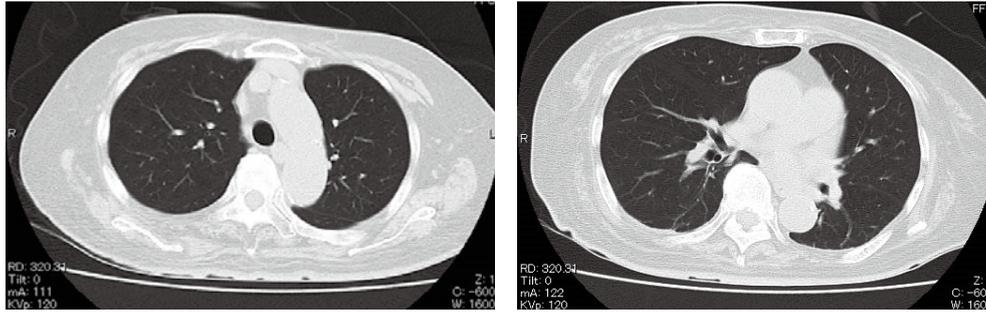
Chest Computed tomography (CT)
